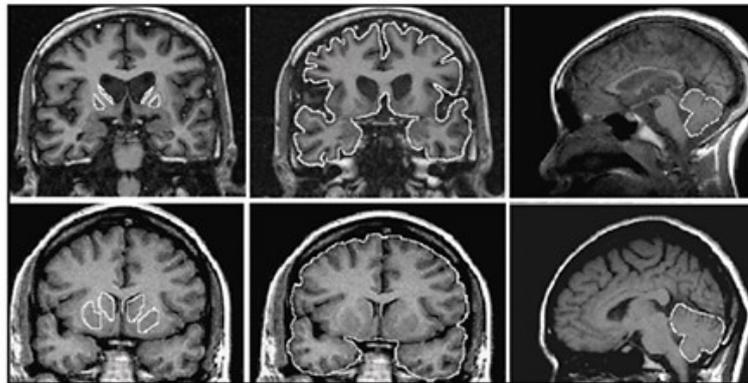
MRT-Aufnahmen eines betroffenen Gehirns (oben) und eines gesunden Gehirns (unten) als Vergleich
